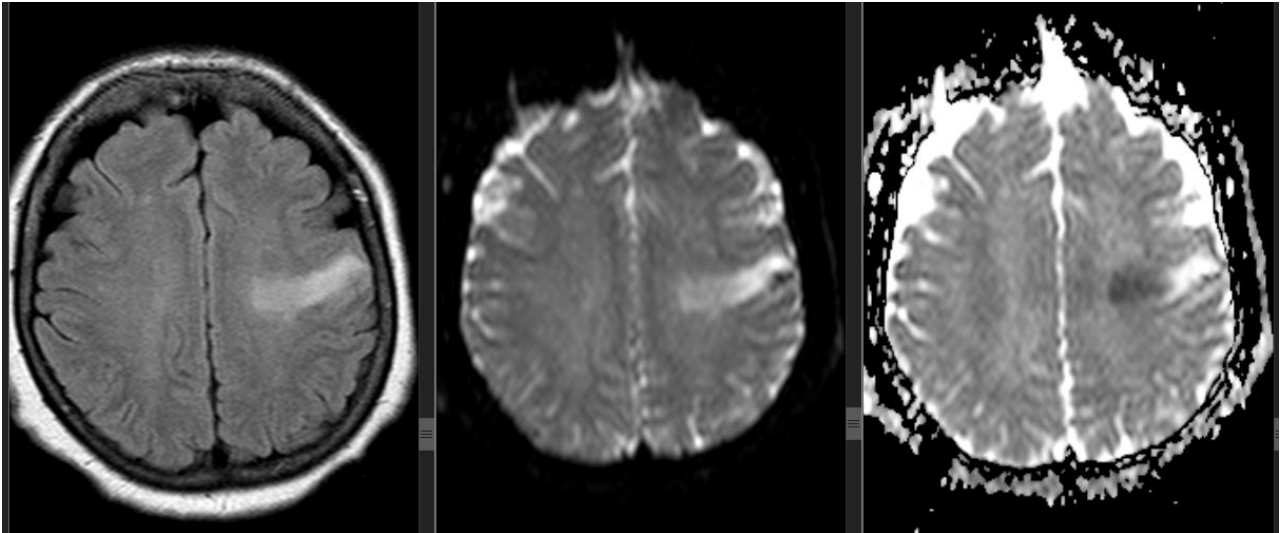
Resonancia magnética cerebral. A. Demuestra imagen hiperintensa en secuencia T1 FLAIR en lóbulo parietal izquierdo. B. Señal alta hiperintensa en difusión (DWI). C. caída de la señal en mapa de ADC con un área hiperintensa periférica. Lo que nos habla de hallazgos en relación a infarto cerebral isquémico subagudo.
